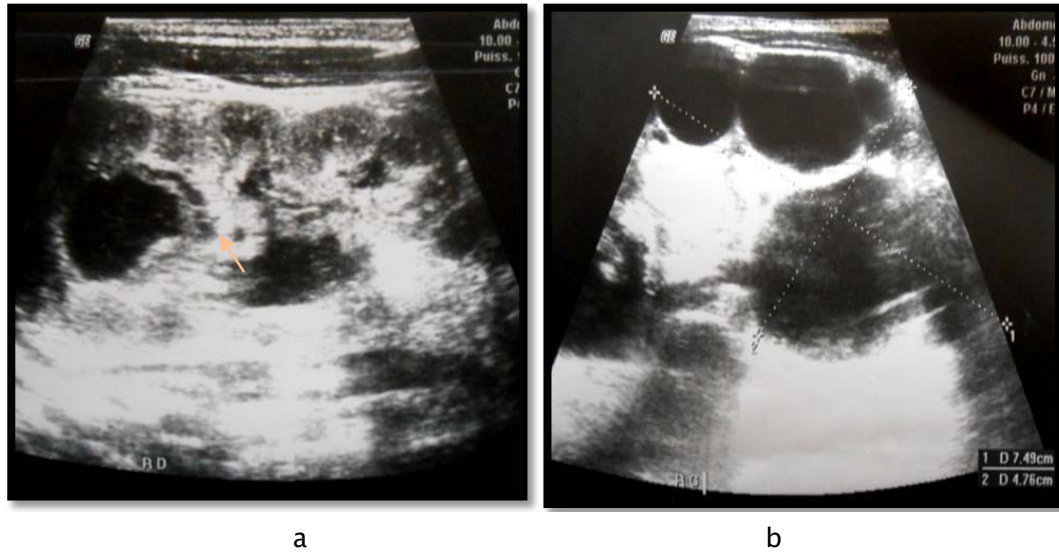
Garçon de 30jr qui présente des vomissements depuis 6 jr et chez qui l'échographie des deux reins montre :
